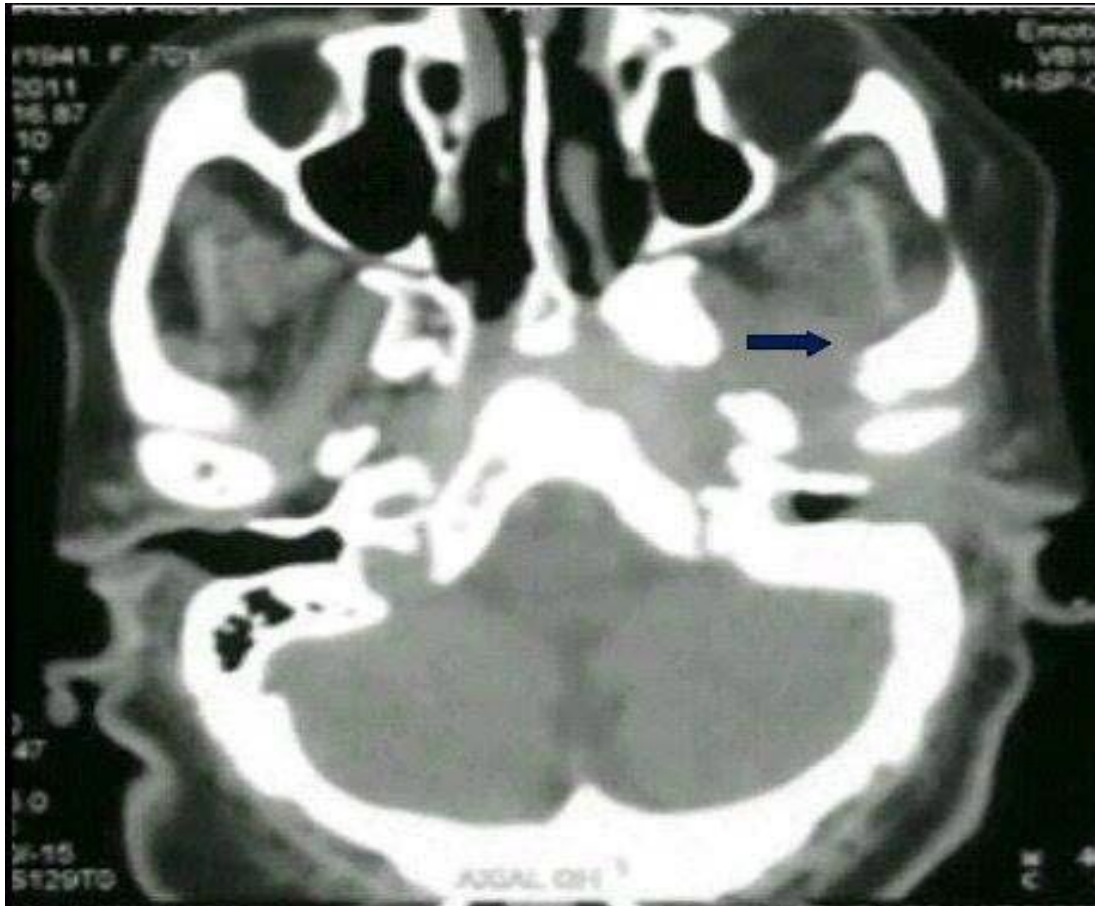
TDM faciale en coupe axiale en fenêtre osseuse objectivant: une ostéite tympanale gauche infiltrant les espaces profonds de la face (flèche bleue).
